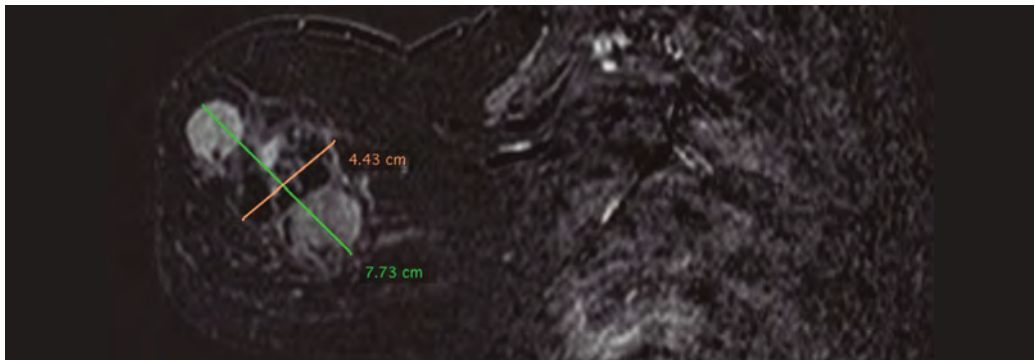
tumor *Phyllodes* maligno. Lesión sólido-quística compleja de gran tamaño e hipercaptante en la RM
